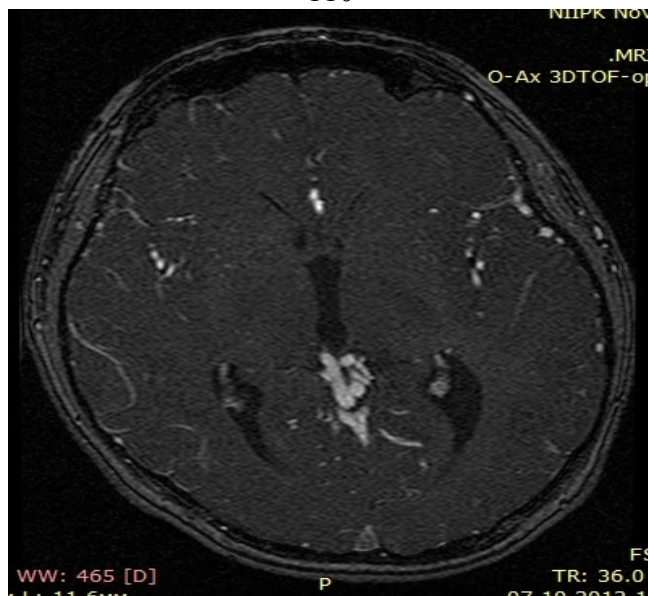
Данные МРТ головного мозга пациента Б. (до операции)
